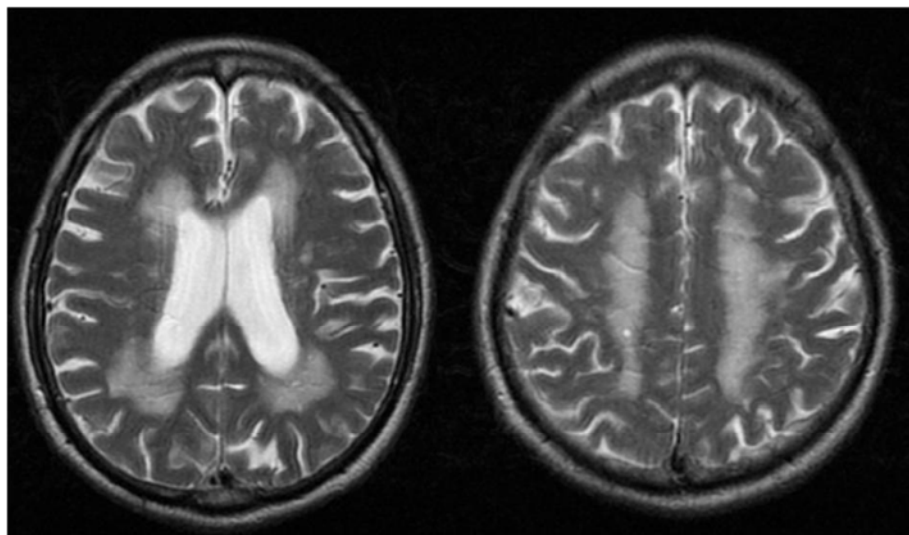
皮质下动脉硬化性脑病 脑 MRI 示皮质下及侧脑室角附近高信号
